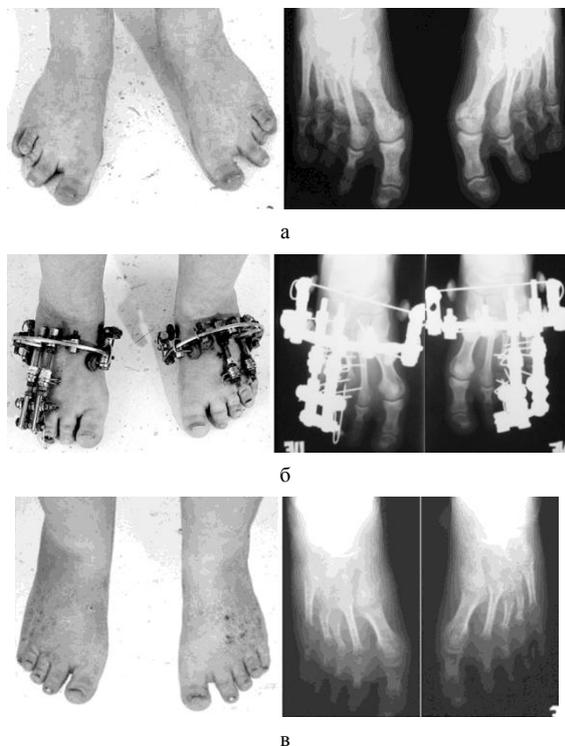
Фото и рентгенограммы стоп в прямой проекции пациента с гипоплазией нескольких плюсневых костей: а – до лечения; б – в процессе лечения (дистракция – 22 дня, фиксация – 30 дней); в – после проведенного лечения
